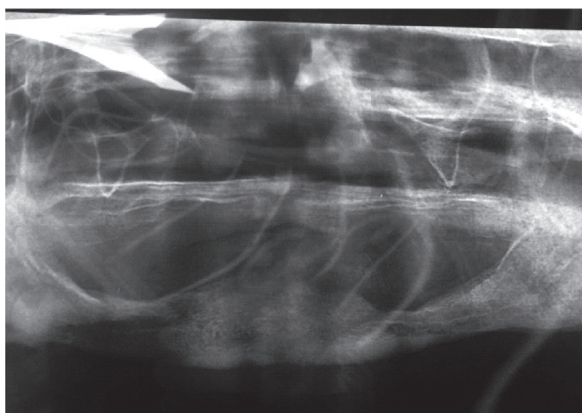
Radiografia panorâmica revelando área de reabsorção óssea superficial em forma de taça e pequenas áreas de material mineralizado, na área correspondente à lesão em tecidos moles
